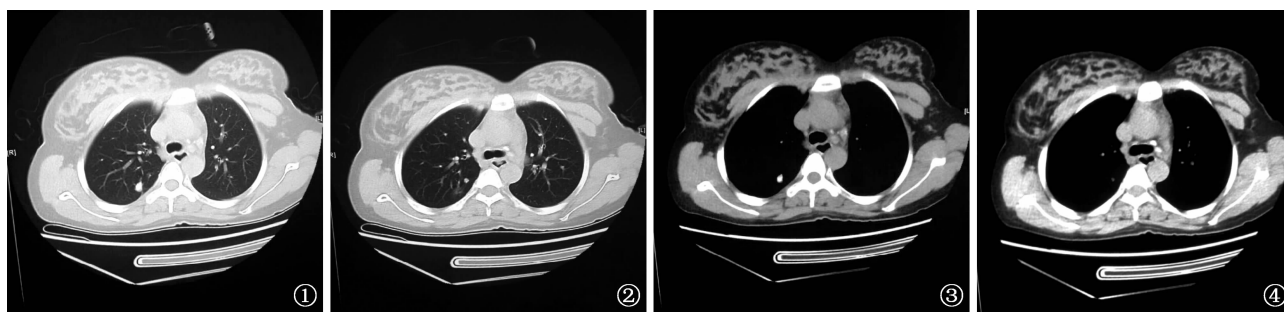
~4 患者,女,30 岁,农民。胸部 CT 增强扫描检查(2014 年 12 月 17 日),可见右肺上叶尖后段结节伴钙化,陈旧性结核病灶不能除外;纵隔内见多个小淋巴结伴钙化
